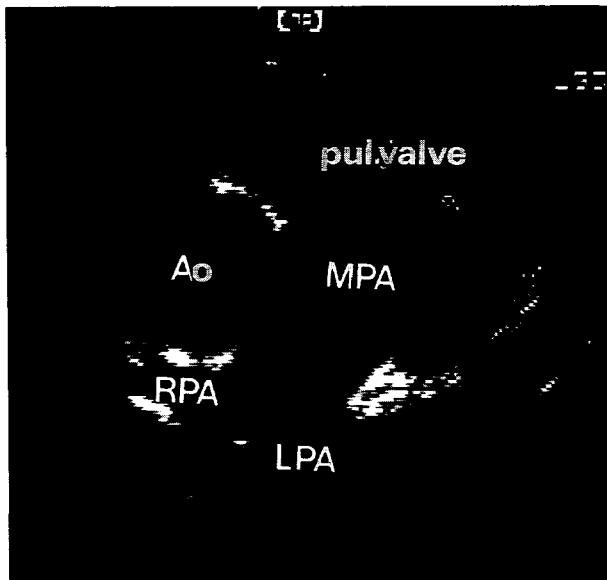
Parasternal short axis view at the level of great arteries: the left pulmonary artery is arising from the right pulmonary artery.
